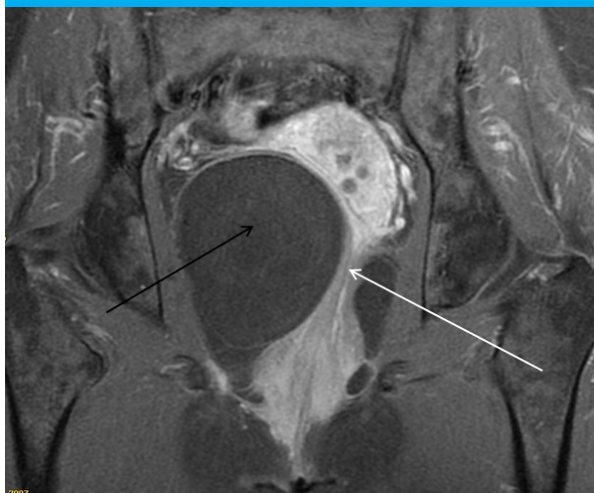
Imagen de resonancia magnética en la que se objetiva el lipoma (flecha negra) de gran tamaño desplazando el recto y el músculo elevador del ano (flecha blanca)
